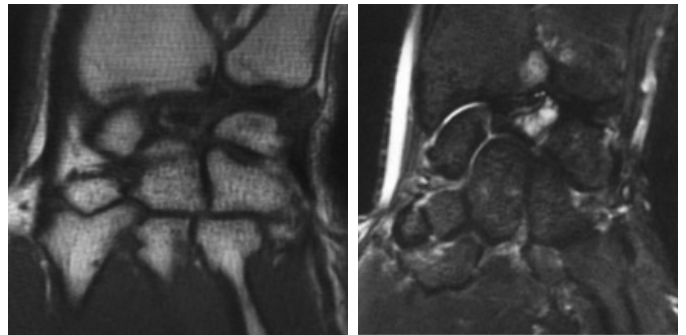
Ressonância magnética corte coronal em T1 (A) e em T2 (B) evidencia presença de cisto no carpo, semilunar fragmentado e variância cubital neutra, sem sinais de artrose (Kienbock IIIA).
